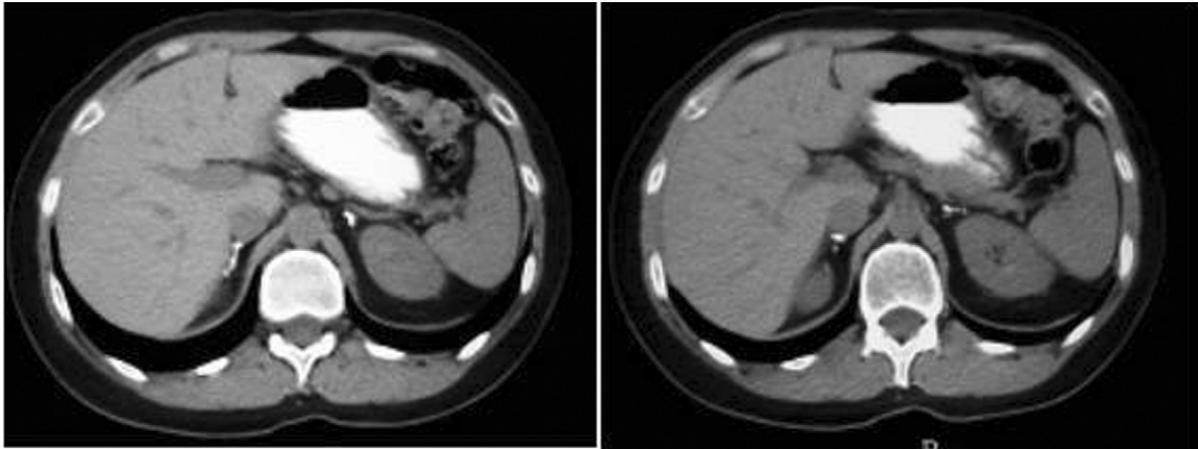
Tomografía computarizada adrenal. Los cortes seriados muestran unas glándulas suprarrenales hipoplásicas, que presentan una alta densidad grasa.
